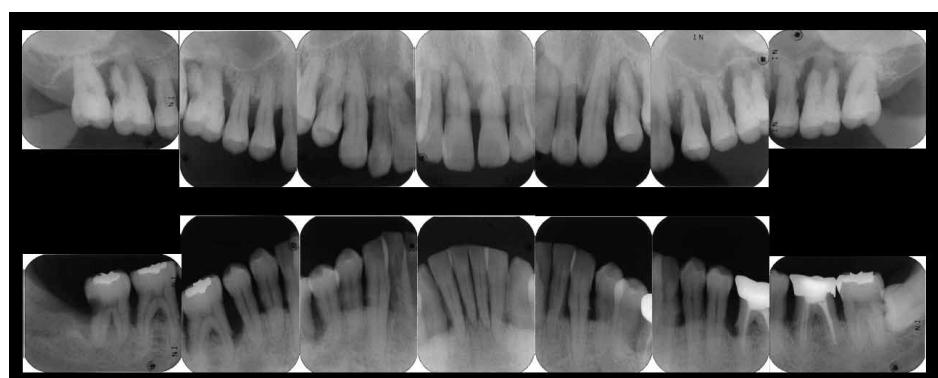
初診時14枚法デンタルX線写真(2007.6)
